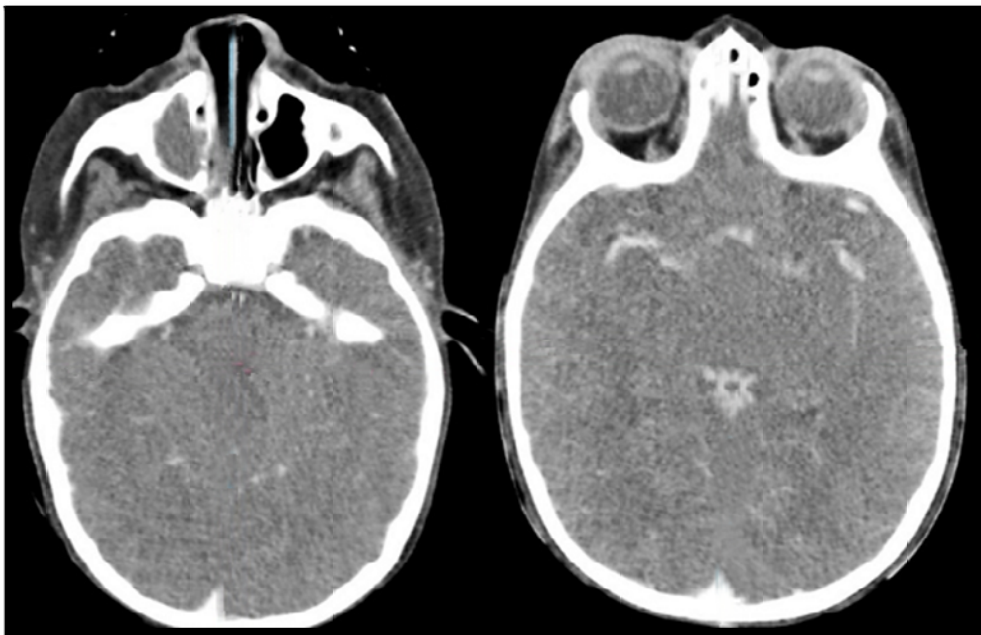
TDM cranio-orbitaire en coupes axiales montrant une cellulite orbitaire droite rétro-septale (Chandler 2) sans collection décelable d'origine sinusienne.
